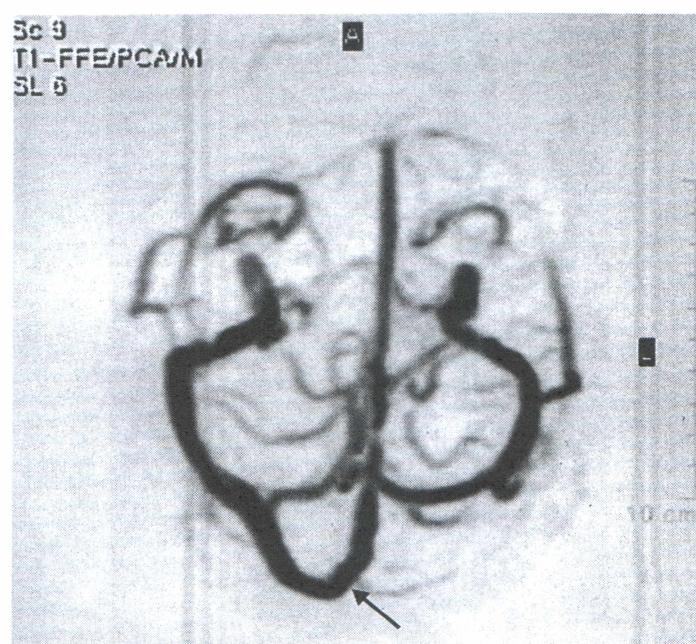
angioresonancia fase venosa vista superior. Ausencia del seno transverso izquierdo.
